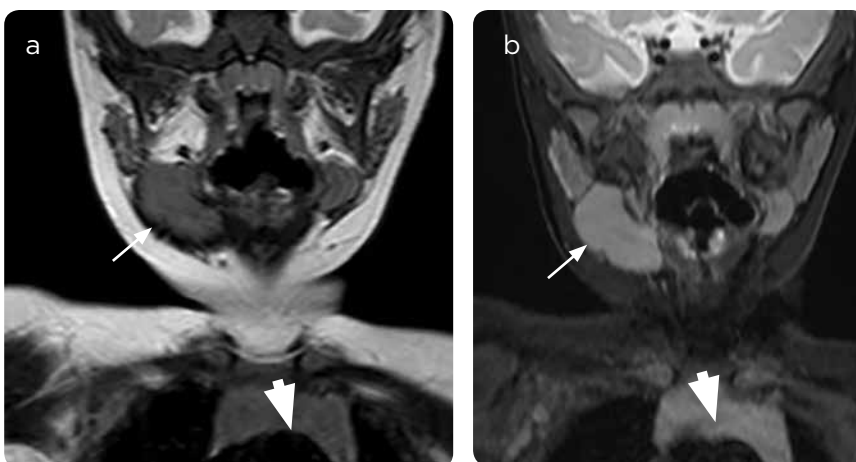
a y b) RM con información T2 y STIR: se identifica intensidad de señal ligeramente alta tanto de la masa submandibular (flecha) como del timo mediastinal (cabeza de flecha).
